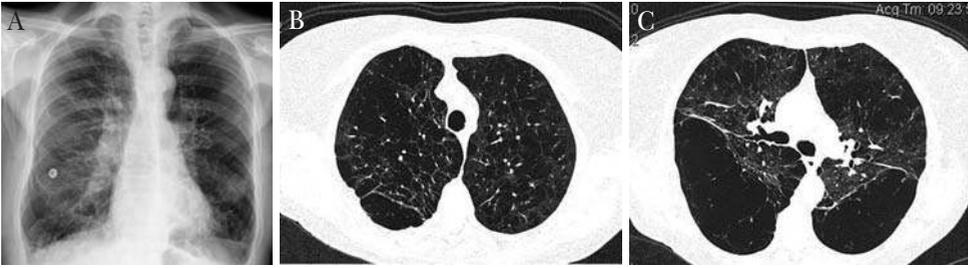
Enfisema panlobular. A) En la radiografía aparece una marcada hiperinsuflación bilateral e hiperclaridad que afecta a la mitad superior de los pulmones. B y C) En la tomografía computarizada de alta resolución se observan zonas de menor atenuación, algunas sin pared, otras de pared fina, por enfisema.
